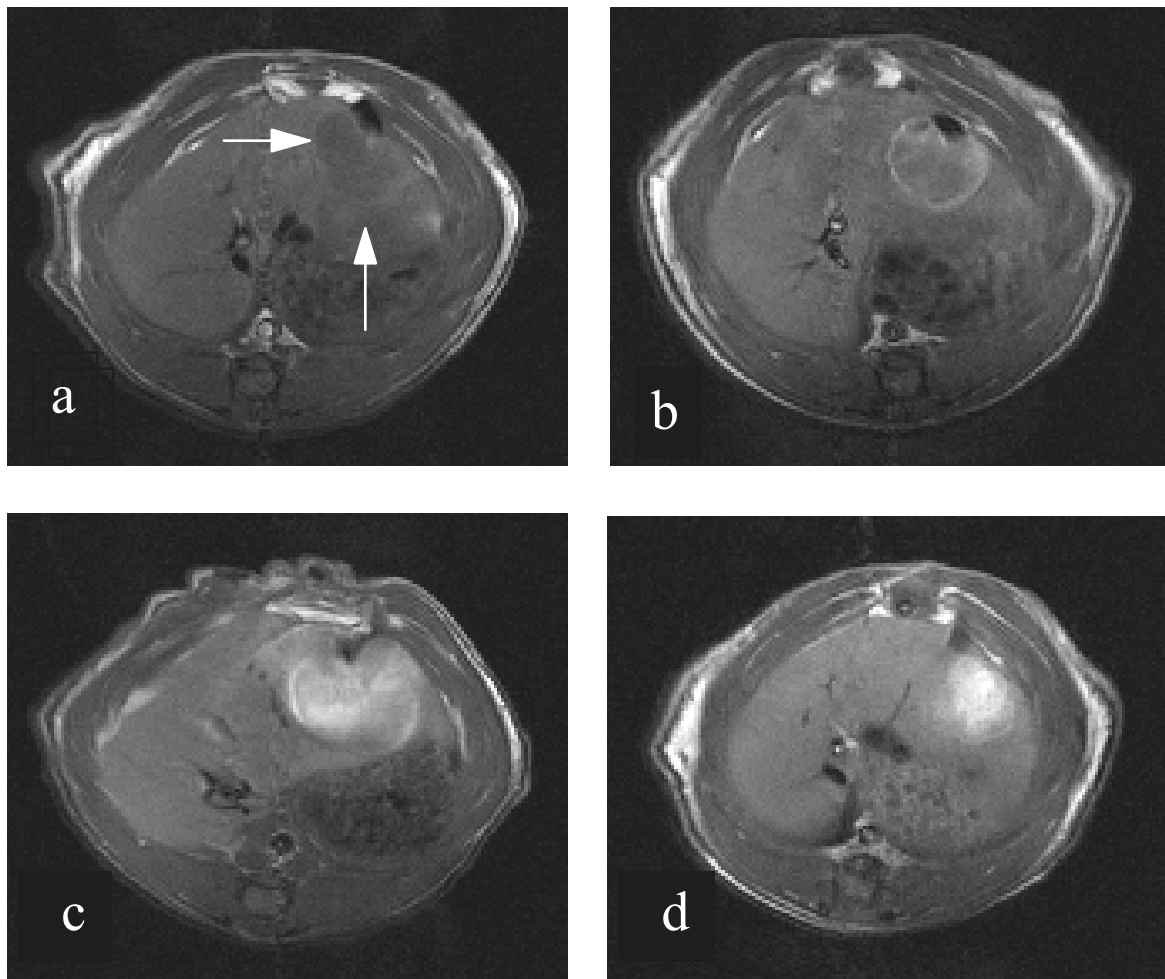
T1-gewichtete MRT-Darstellung (SE 400/15) von Lebertumoren im Transversalschnitt nach Applikation von 5-FU-Gd-SUV-PEG i.a. in Kombination mit Embolisat (Originalgröße): Zu den einzelnen Bildern sind jeweils der mit der HPLC ermittelte 5-FU-Gehalt pro Gramm Gewebe und die Signalintensität des Tumorgewebes aufgeführt: (a) 6 $\mu\text{g/g}$ 5-FU; $\text{SI}_{\text{rel}} = 1,04$ (b) 108 $\mu\text{g/g}$ 5-FU; $\text{SI}_{\text{rel}} = 1,43$ (c) 148 $\mu\text{g/g}$ 5-FU; $\text{SI}_{\text{rel}} = 2,2$ (d) 201 $\mu\text{g/g}$ 5-FU; $\text{SI}_{\text{rel}} = 2,42$
